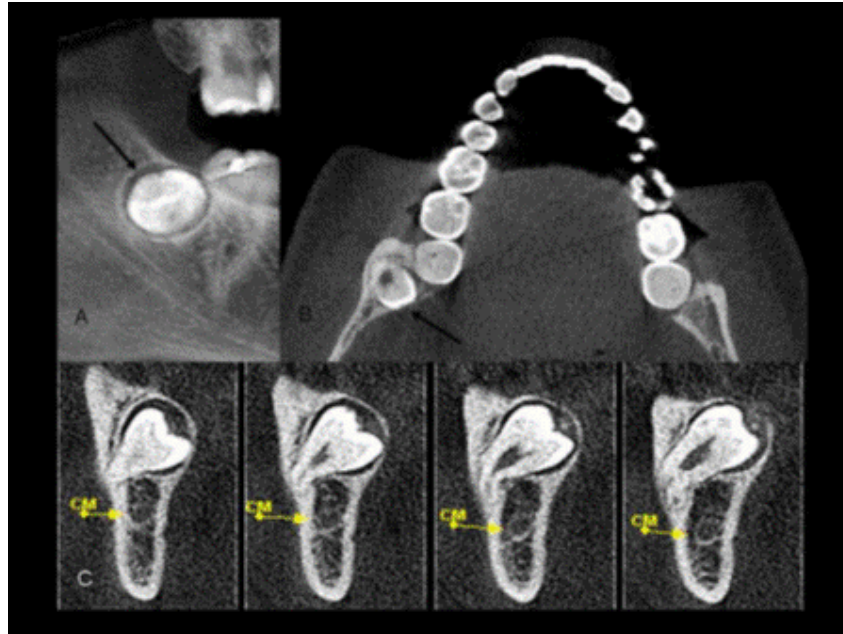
Tomografia computadorizada Cone Beam mostrando o supranumerário (setas pretas) em posição transversal com a coroa voltada para lingual e sua relação com o canal mandibular (CM) (setas amarelas). A: Visão Panorâmica, B: Corte axial, C: Reconstruções Sagitais.
